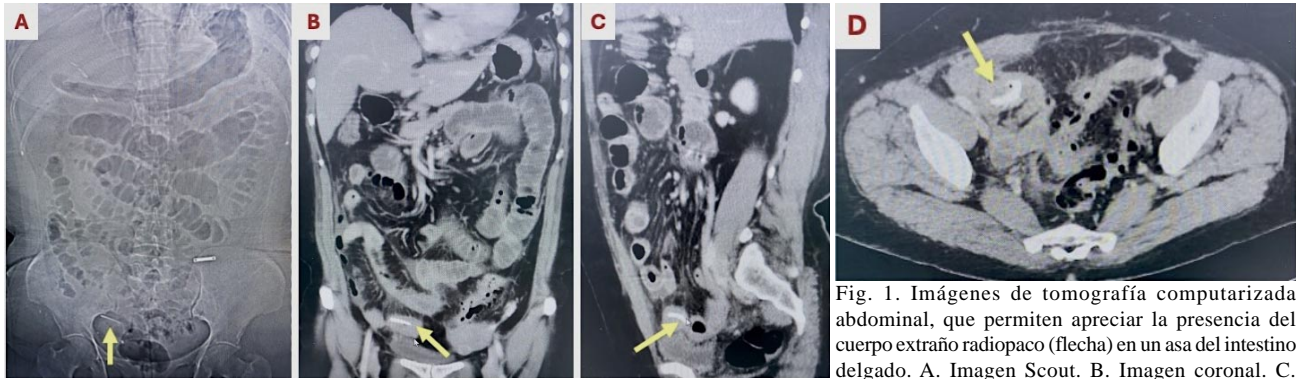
Imágenes de tomografía computarizada abdominal, que permiten apreciar la presencia del cuerpo extraño radiopaco (flecha) en un asa del intestino delgado. A. Imagen Scout. B. Imagen coronal. C. Imagen sagital. D. Imagen axial.
